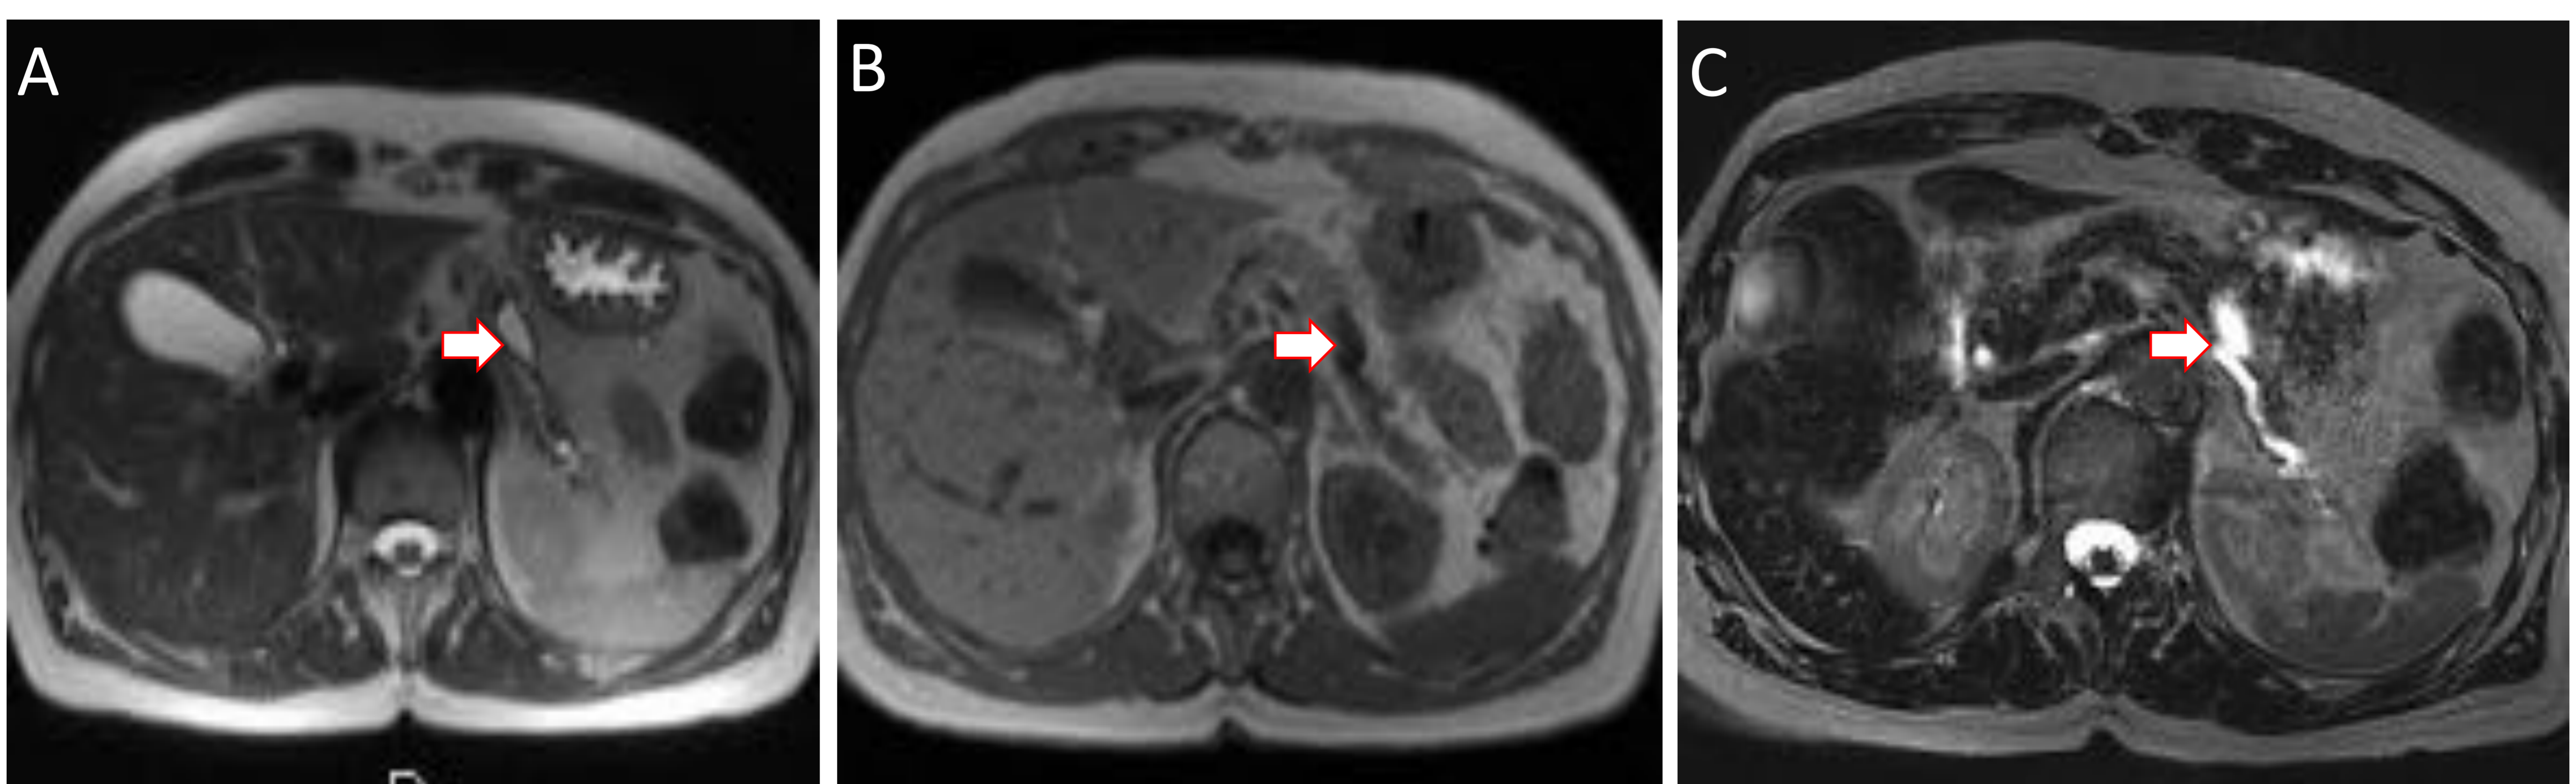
Neoplasia mucinosa papilar intraductal de conducto principal a nivel de cola pancreática. A) RM secuencia T2. B) RM secuencia T1. C) RM secuencia postcontraste. Se aprecia una dilatación abrupta del conducto pancreático a nivel de la cola pancreática (flechas), hiperintensa en T2 e hipointensa en T1.
